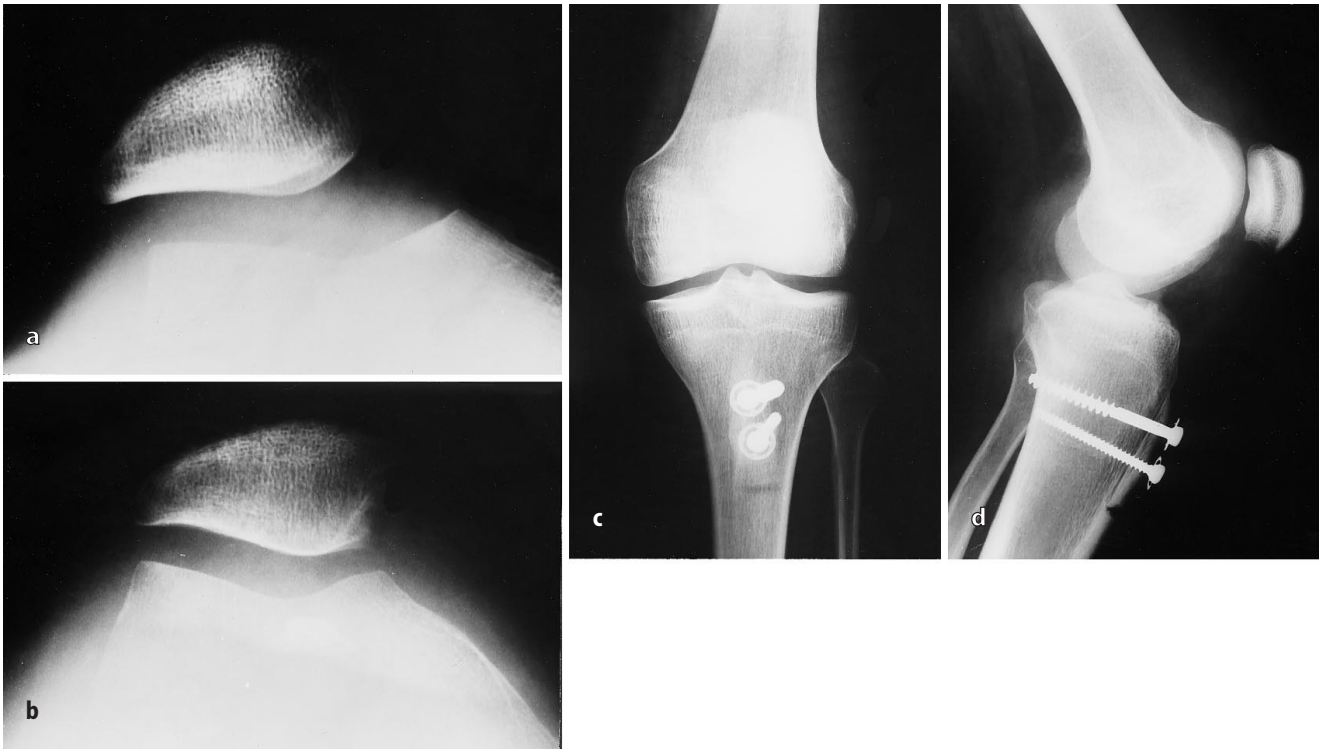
d ▲ Männlicher Patient, habituelle Patellaluxation. a Patellagleitbahnaufnahme präoperativ. b Patellagleitbahnaufnahme postoperativ, gute Rezentrierung. c Postoperative a.-p.-Aufnahme, exakte Schraubenlage. d Postoperative Seitenaufnahme, sichere Spannlage bei röntgennegativen Kunststoffunterlegscheiben, Bohrloch der Sollbruchstelle distal der Kortikalisschraube
